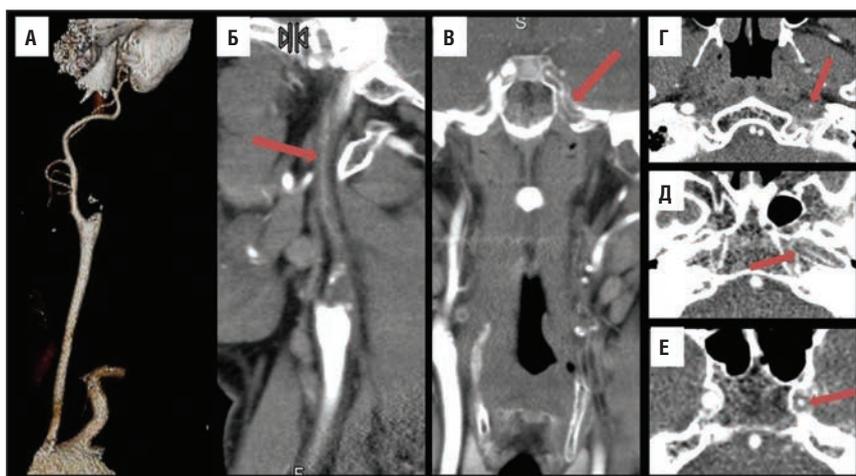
КТ-ангиография больного с реканализацией левой внутренней сонной артерии. При 3D реконструкции изображений (а) просвет левой внутренней сонной артерии не определяется. На мультипланарных реконструкциях (б, в) определяется нитевидный просвет левой ВСА. На аксиальных срезах (г–е) представлены различные уровни ВСА от устья до супраклиноидного сегмента, стрелками указан нитевидный просвет с постепенным расширением в области височной кости. Исследование проведено на мультиспиральном (64-срезовом) компьютерном томографе Aquilion-64 Toshiba.
